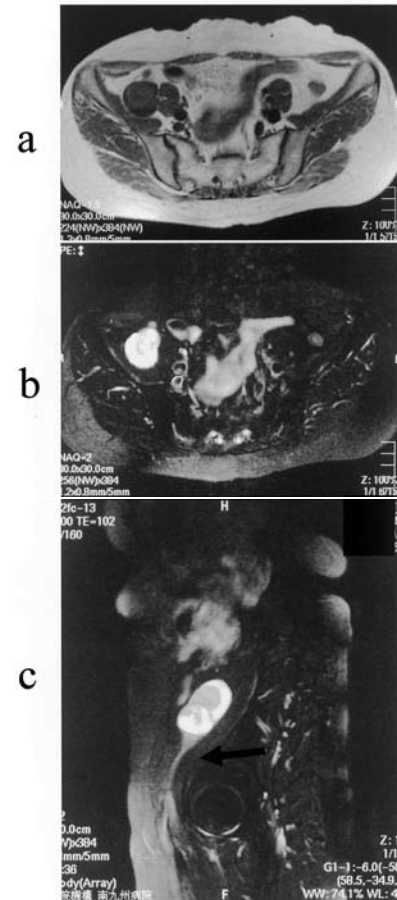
Abdominal MRI findings : a) b) The tumor showed low intensity on T1WI, high intensity on T2WI. c) On sagittal section the tumor connected with funicular tissues (arrow).
